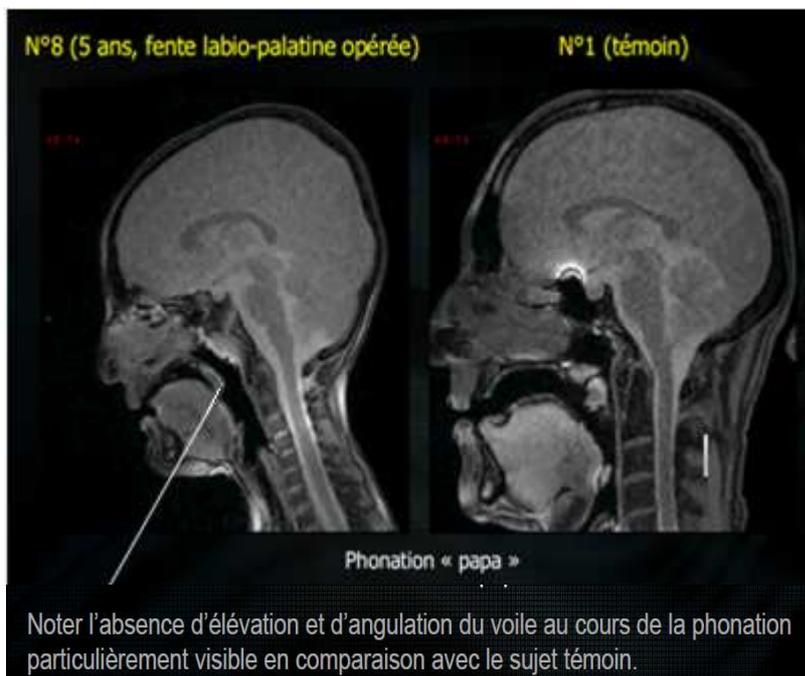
IRM de l'IVP (5)
